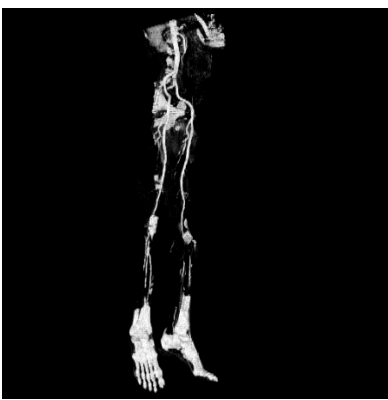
3-D КТ-ангиограмма
